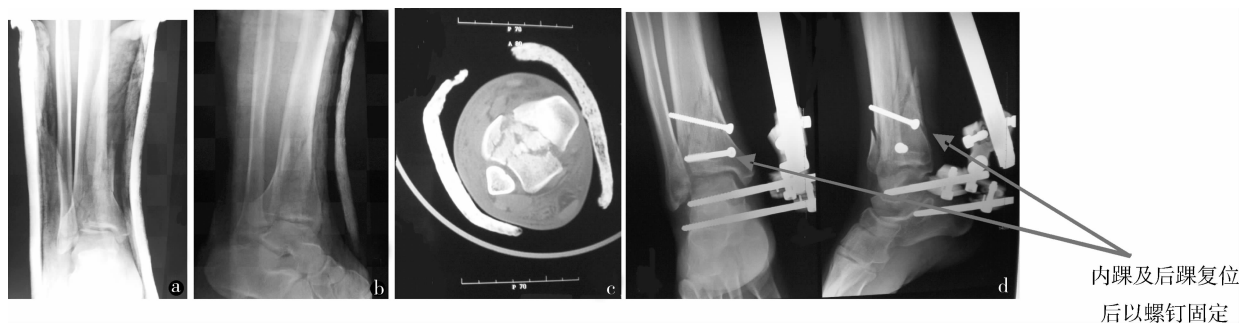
a, b. 术前 C2 型 Pilon 骨折正侧 X 线片; c. CT 示关节面粉碎; d. Pilon 骨折超踝关节外支架固定联合切开复位有限内固定术后正侧位 DR 片
